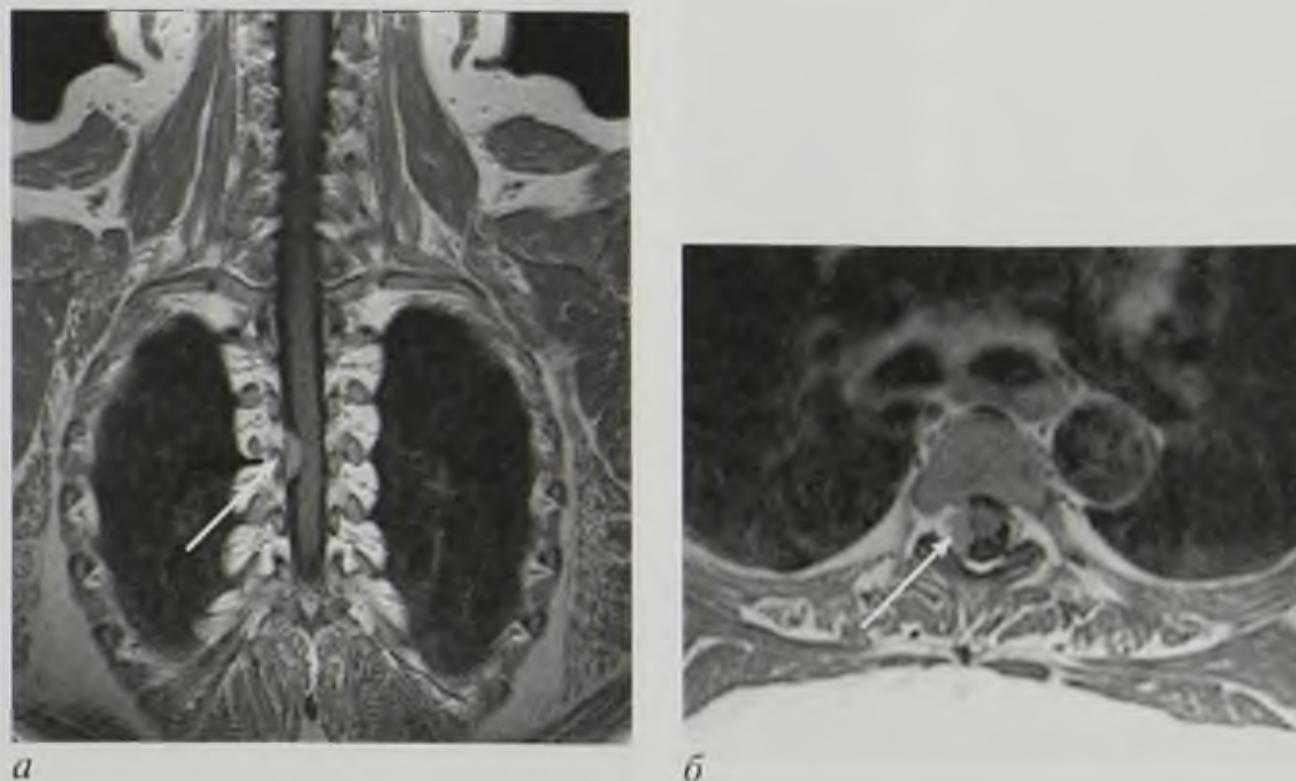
Магнитно-резонансные томограммы грудного отдела позвоночника, T1-взвешенное изображение с контрастным усилением во фронтальной (а) и аксиальной (б) плоскости. Менингиома (стрелка). Интенсивно накапливает контрастное вещество, располагается экстрamedулярно и оттесняет спинной мозг в противоположную сторону
